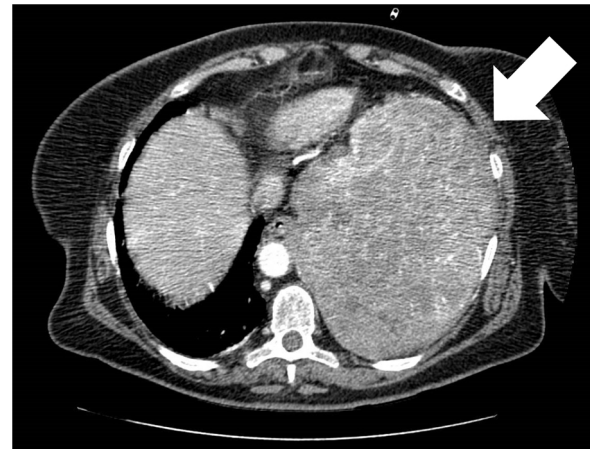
TAC de tórax. Tumor fibroso pleural solitario (flecha blanca).
